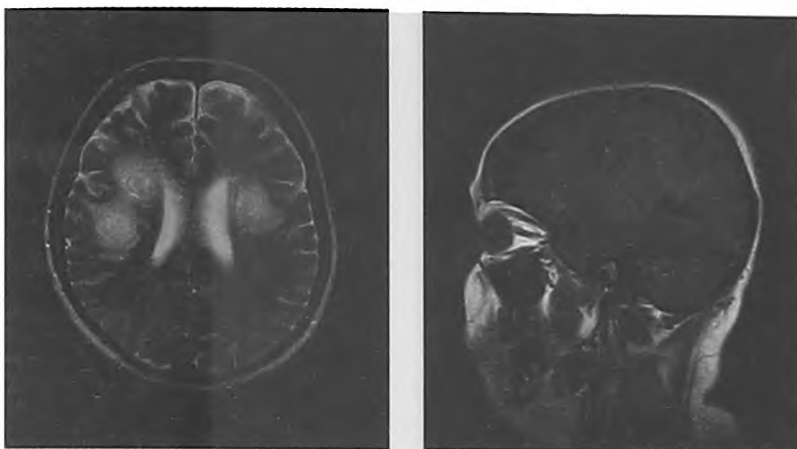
МРТ головного мозга – клинический случай № 1 (2 месяца заболевания)
